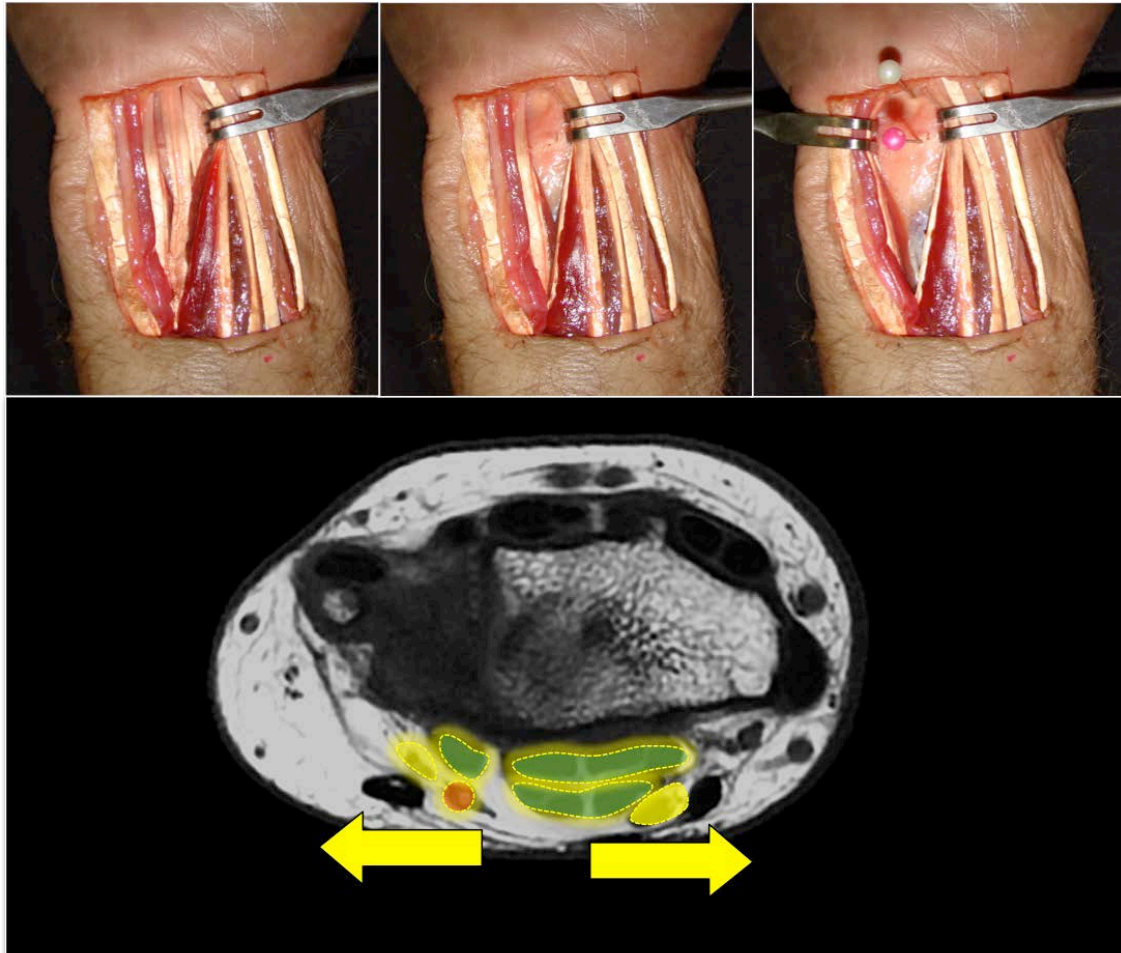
Portal volar central. Las imágenes superiores señalan de forma secuencial la realización del portal volar central hasta la colocación de los alfileres de referencia que indican la localización del portal volar central radiocarpiano (rosa) y mediocarpiano (blanco). Imagen inferior de un corte de RMN a nivel de la articulación radiocarpiana; la forma de color rojo indica la arteria ulnar, las forma de color amarillo en el lado ulnar indica el nervio ulnar y en el lado radial el nervio mediano; la forma de color verde en el lado ulnar indica los tendones profundos de los dedos 4º y 5º, mientras que las formas de color verde del lado radial indican todos los tendones flexores superficiales y los tendones flexores profundos de los dedos 2º y 3º.
